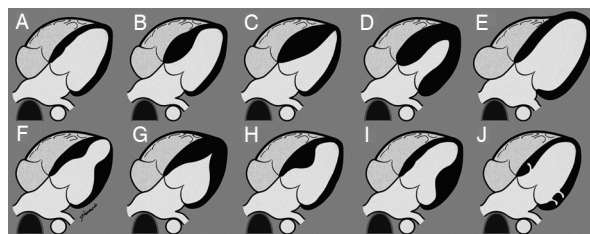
Formas ou fenótipos da miocardiopatia hipertrofica avaliada pela ressonancia magnética. A: morfologia do coração normal. B: Hipertrofia septal assimétrica (septo basal). C – Hipertrofia septal assimétrica difusa. D: hipertrofia difusa concentrada. E: hipertrofia com dilatação do VE (5-10%). F: hipertrofia concentrada medioventricular. G: hipertrofia Apical. H: hipertrofia assimétrica Medioseptal. I: hipertrofia de parede livre do VE. J: hipertrofia com criptas . Reproduzido com permissão de Baxi AJ Radiographics Published Online: March 10, 2016.
